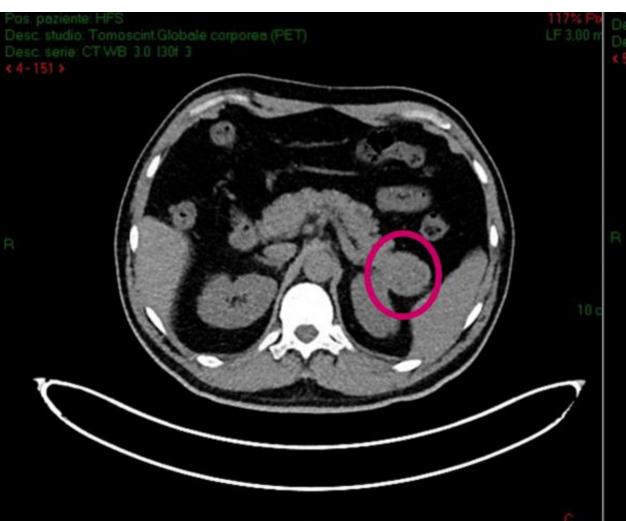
68-GA-DOTATOC WB PET
